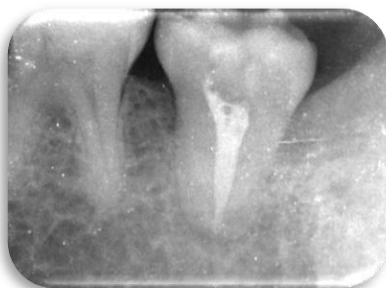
Radiografía periapical postoperatoria: 6 meses.
